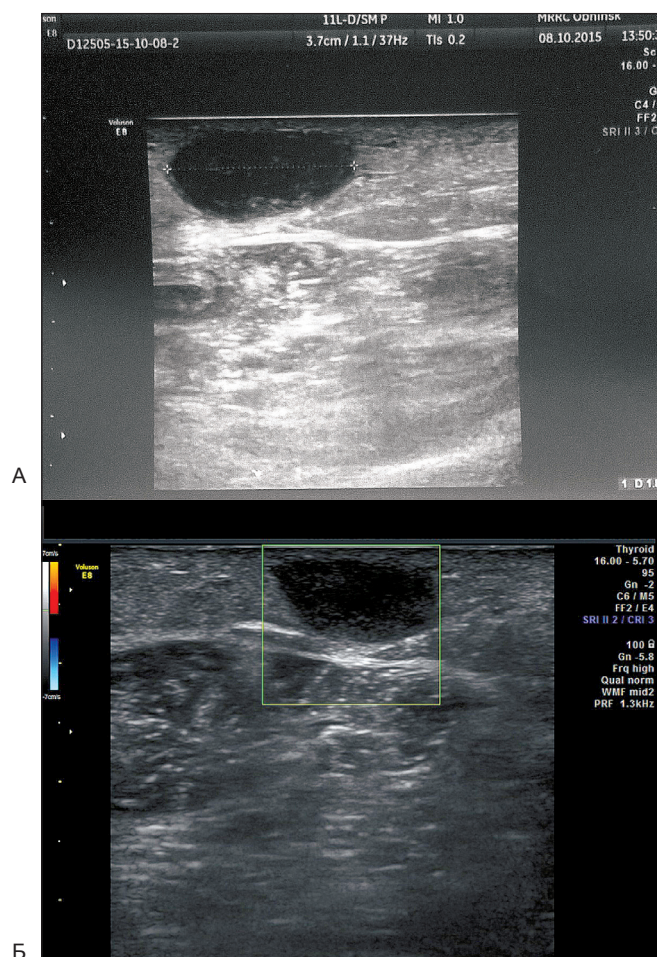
УЗИ метастаза на правом предплечье:
